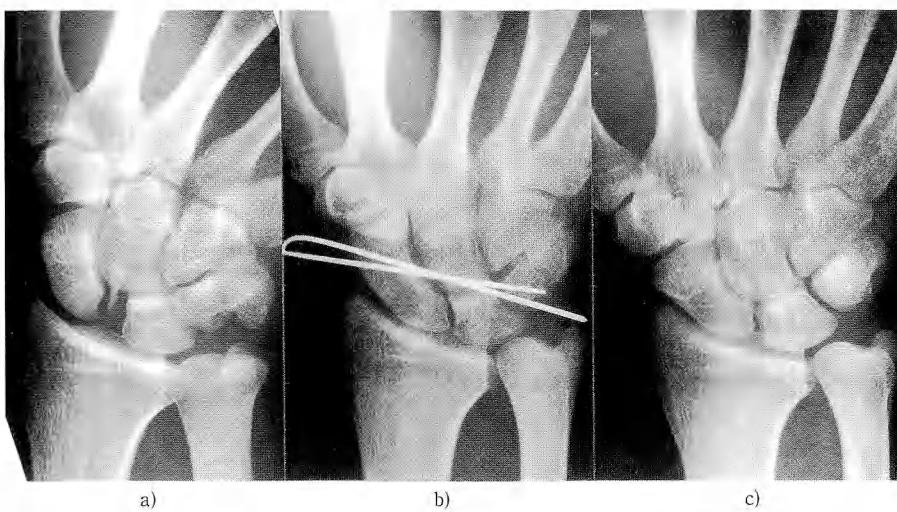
Radiographs of Case with small fragment. 21 years old male.
